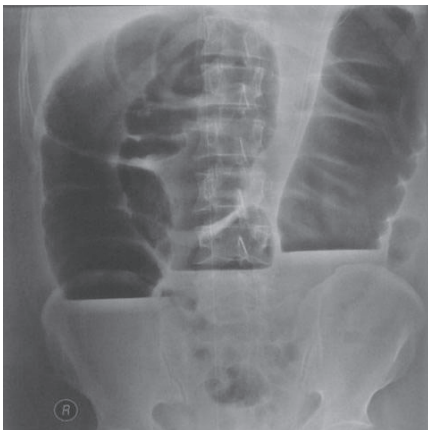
Plain radiograph of the abdomen demonstrate the classic inverted 'U' sign of a sigmoid volvulus.
